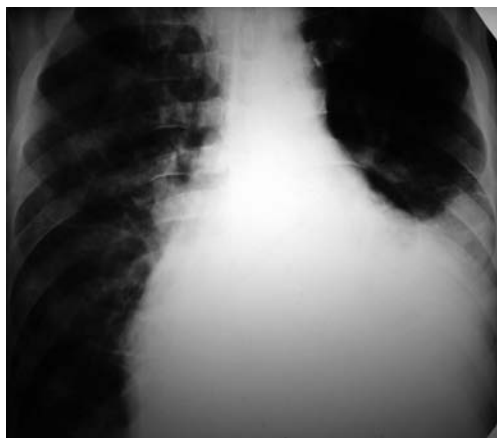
Рентгенограма хворого з тампонадою серця
